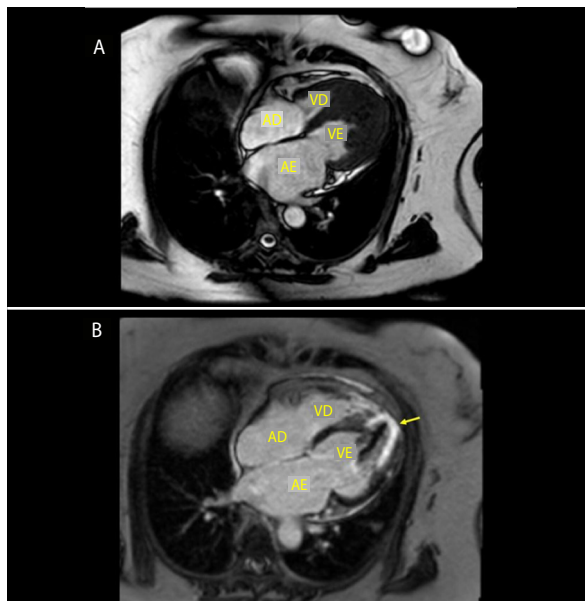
Imagem de corte apical 4-câmaras de ressonância magnética cardíaca. (A) Observa-se dilatação importante do átrio esquerdo e obliteração apical biventricular, mais acentuada em VE. (B) Fibrose em região apical de VE (seta) evidenciada pela técnica de realce tardio. AD, átrio direito; AE, átrio esquerdo; VD, ventrículo direito; VE, ventrículo esquerdo.
